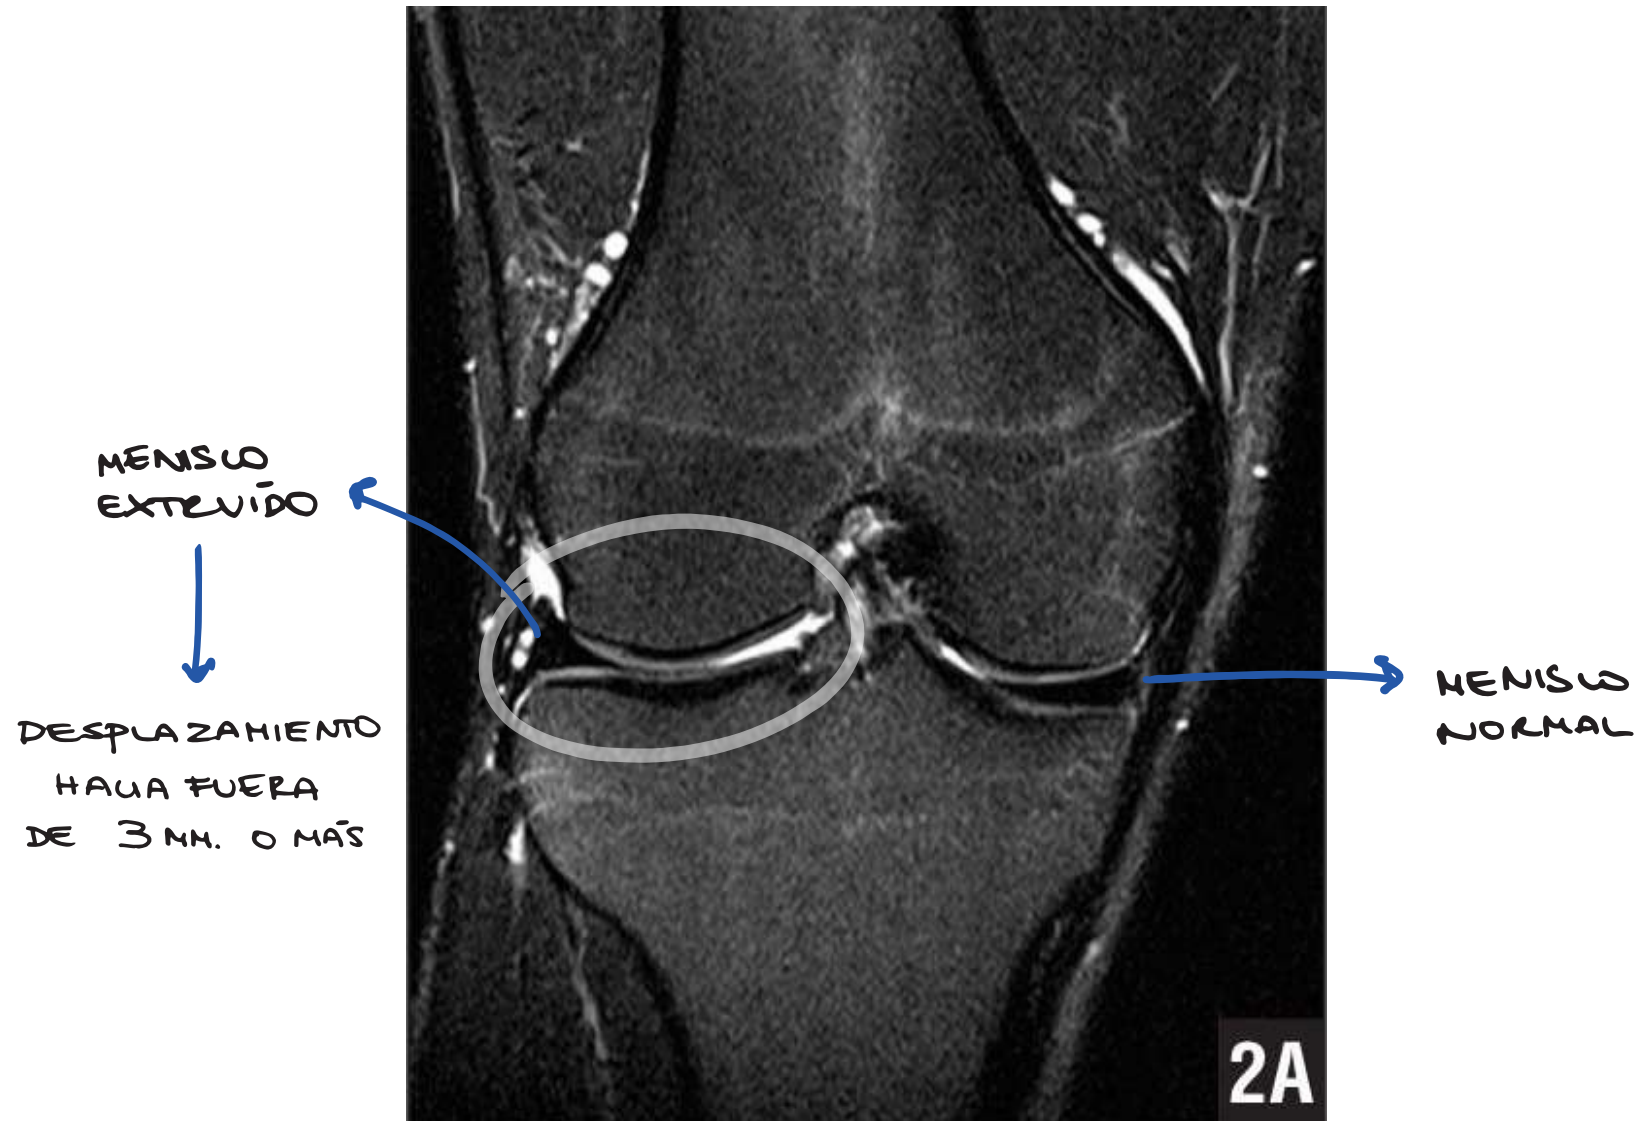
Resonancia magnética de extrusión meniscal / Homeseurity
